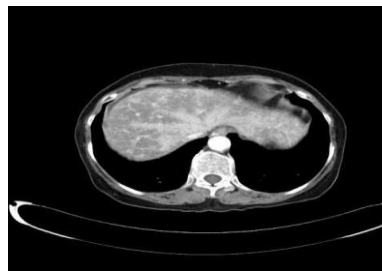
71 岁，女性，肝窦阻塞综合征，增强 CT 可见以第二肝门为中心沿肝静脉三大分支和肝段下腔静脉走行处“放射状”较显著强化
